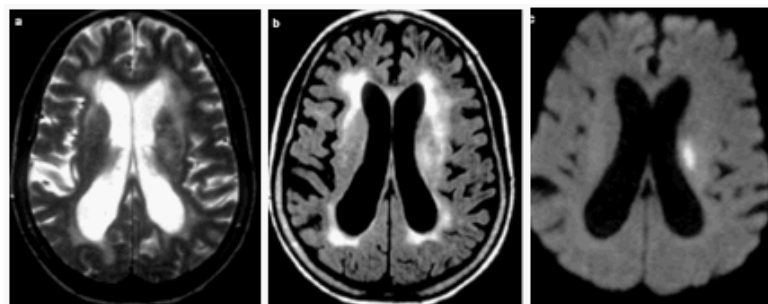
Infarto subcortical de corona radiada izquierda. De izquierda a derecha: las secuencias convencionales en T2 (1) y FLAIR (2) muestran extensas lesiones de origen isquémico vs leucoaraiosis en sustancia blanca subcortical de ambos hemisferios cerebrales. La secuencia de difusión (3) permite identificar la lesión aguda. Fuente: Rev Neurol 2000. ⁽¹⁵⁾
